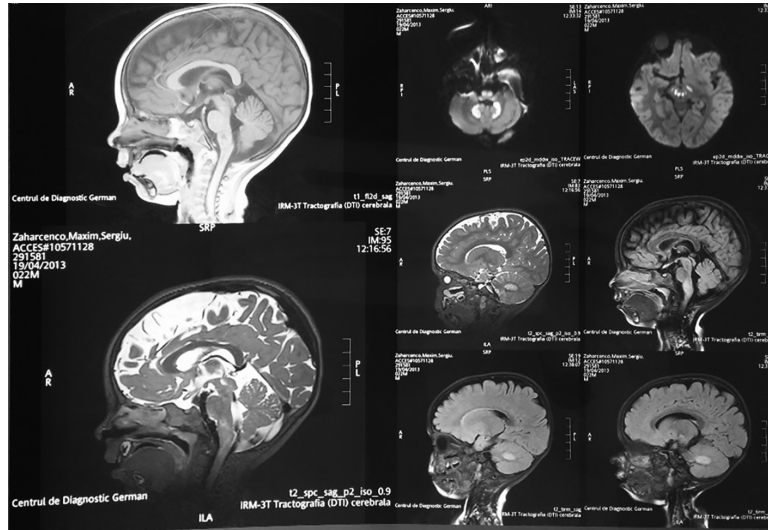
MRI findings of Leigh syndrome – symmetrical hyperintensity in T2-weighted images in thalamus, mesencephalon, brainstem, medullary tegmentum and cerebellar hemispheres (periventricular) and medulla oblongata
